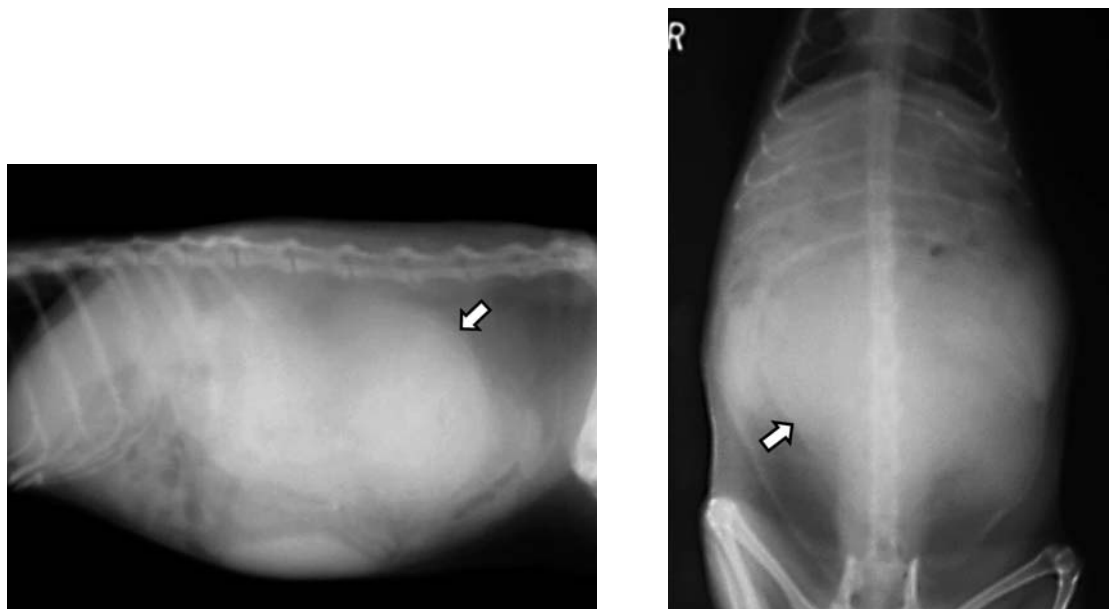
X線写真(左:側面像,右:腹背像).左腎領域に手拳大腫瘤を認める(矢印).
